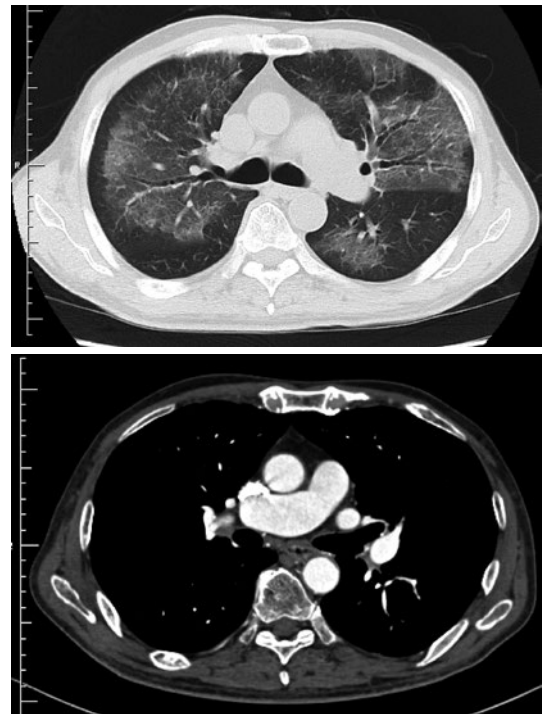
Chest CT on admission. Although bilateral diffuse ground-glass opacity can be observed, there are no signs of pleural effusion and predominant hilar or mediastinal lymphadenopathy.
